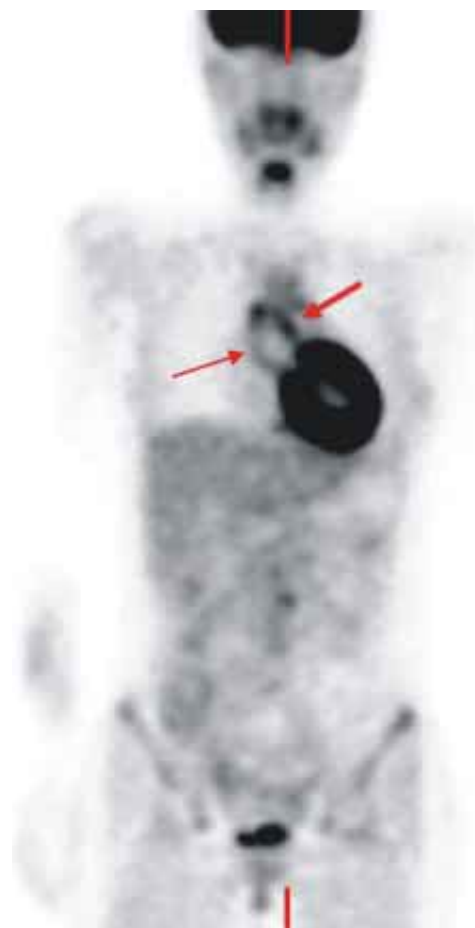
Estudio de 18-FDG PET de cuerpo completo donde se observa captación anormal del radiotrazador a nivel de la pared de la aorta ascendente lo que traduce enfermedad activa.
